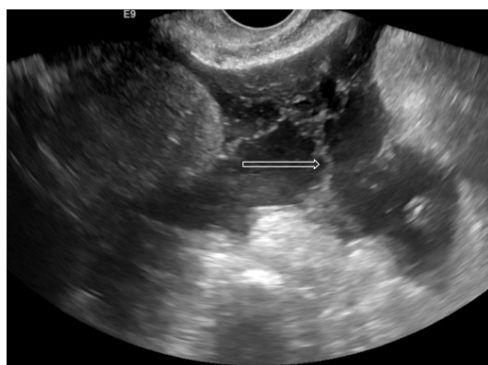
Mulher com DIU e antecedentes de ileíte terminal. A imagem de ecografia transvaginal demonstra líquido na cavidade pélvica, ecogénico e com septos (seta), a sugerir uma fase crónica da DIP.
